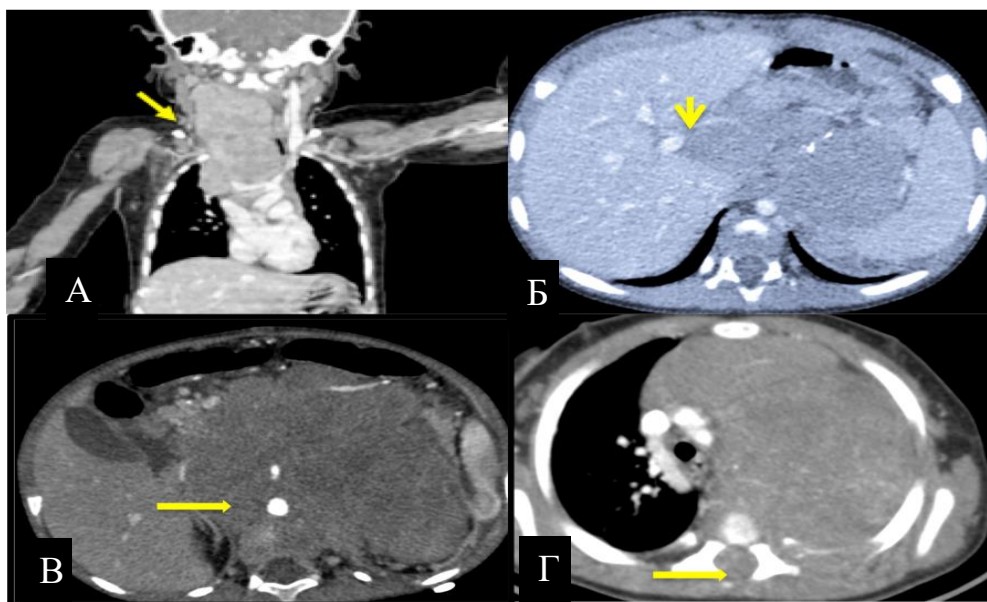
Факторы риска IDRФ по данным КТ с контрастированием. А: фактор риска А.1 «Распространение НБ на область шеи и область грудной клетки». Б: фактор риска F.1 «Распространение НБ в ворота печени». В: факторы риска F.5 «Вовлечение брюшной аорты», F.3 «Вовлечение чревного ствола и/или верхней брыжеечной артерии». Г: фактор риска G.1 «Распространение в позвоночный канал»
